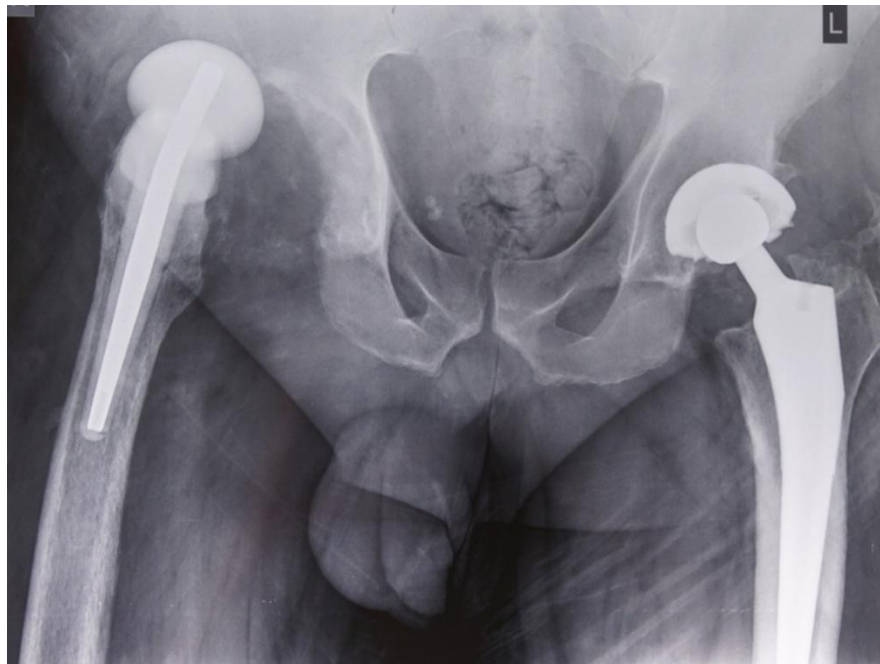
Обзорная рентгенография таза при поступлении от 01.02.2017
